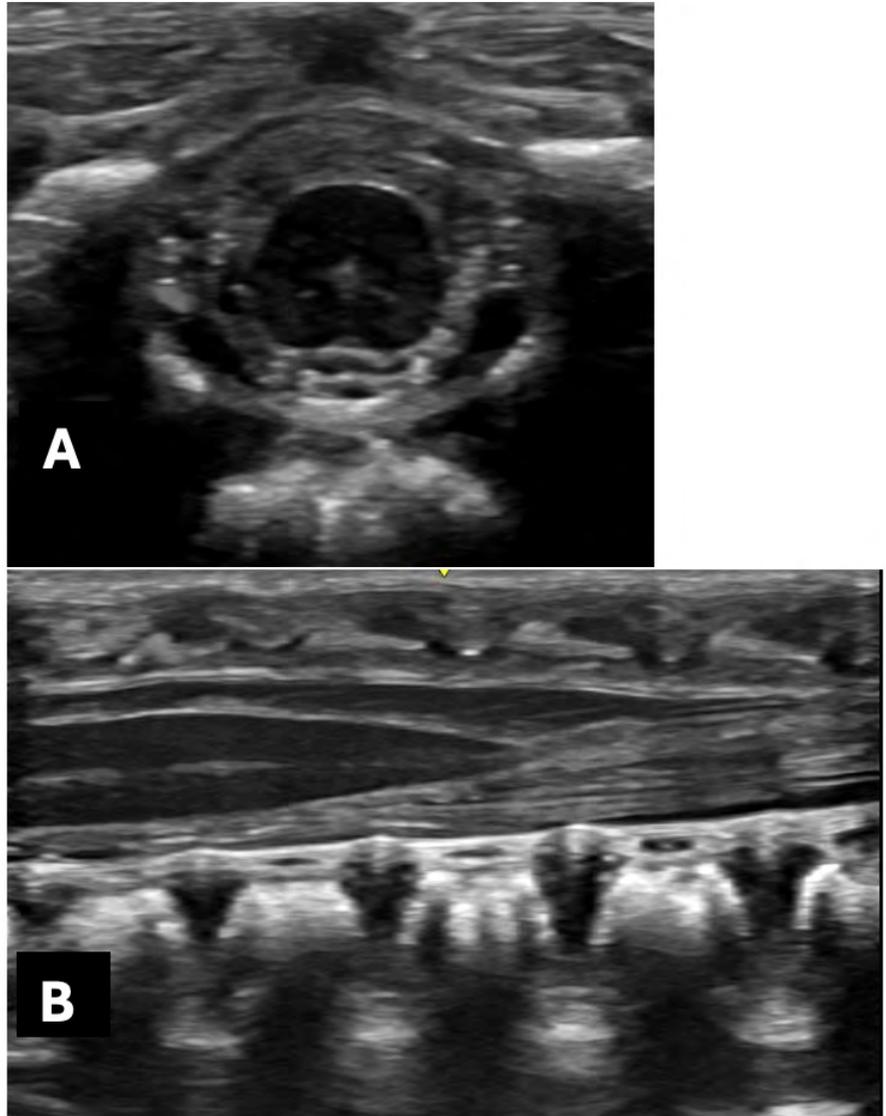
Ecografia Neonatale
